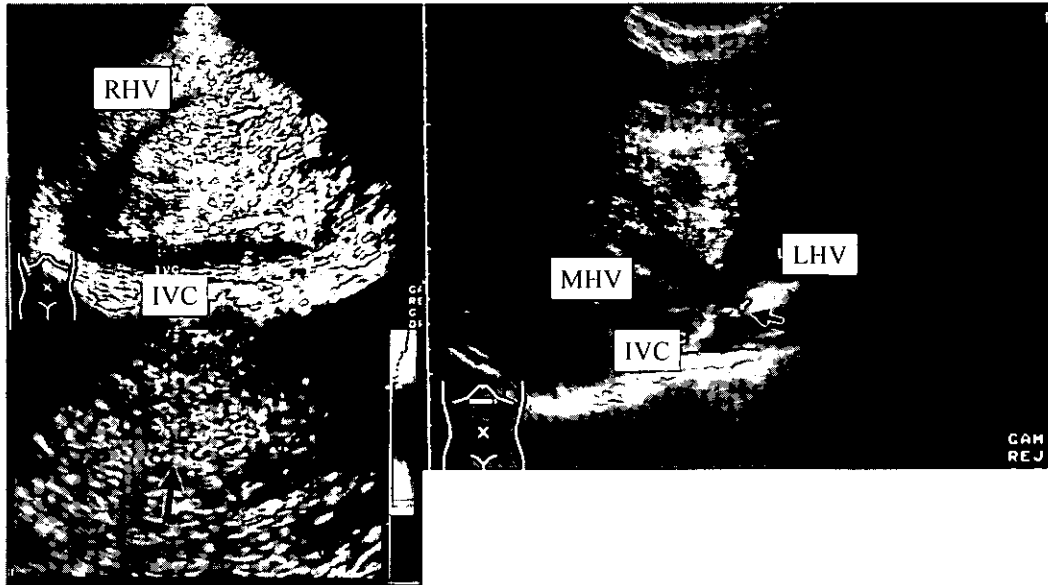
腹部超音波ドップラー検査：右肝静脈が中肝静脈と末梢で吻合しており、ドップラーエコーにて血流の逆流を認めた（左）。また、中・左肝静脈の根部に Web 様の所見を認めた（左；矢印）。
